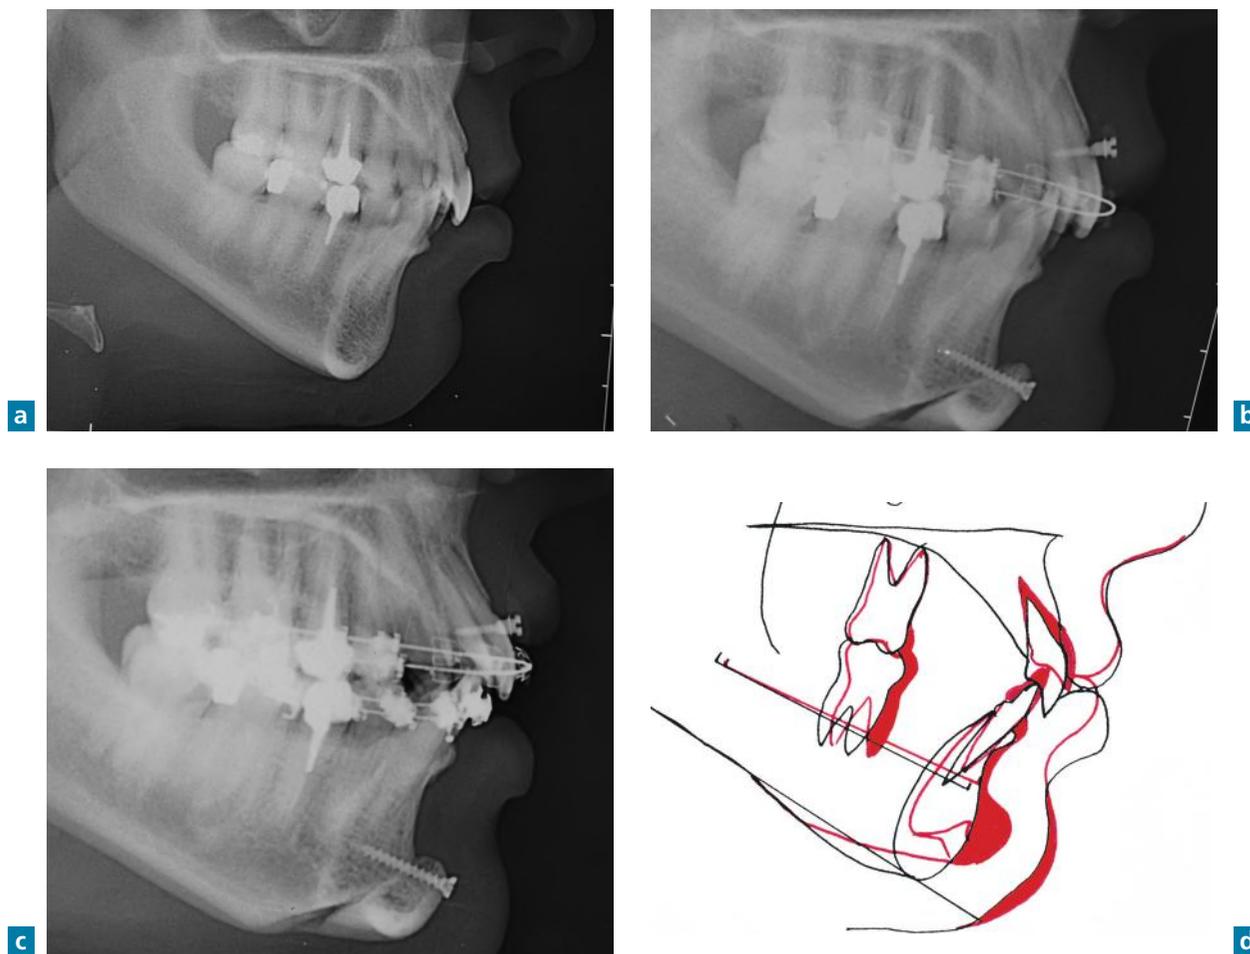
Téléradiographies de profil de cette patiente avant orthodontie (a), après génioplastie et pose d'une minivis interincisive (b) et après 6 mois d'orthodontie (c). La rétrognathie avec hyperpression labio-mentonnaire a été traitée par génioplastie d'allongement sagittale et de réduction verticale. La superposition générale structurale de Björk-Nielsen montre 4 mm d'ingression incisive associée à 20 degrés de torque radiculo-palatin (d) (cas du professeur P. Goudot, CHU de Montpellier).
